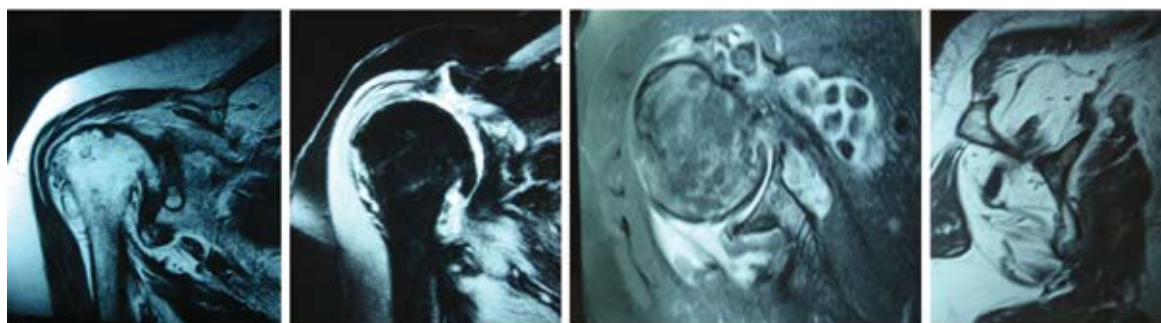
Imagens de ressonância magnética evidenciando lesões extensas de todos os tendões do manguito rotador, corpos livres intra e extra-articulares e grave infiltração gordurosa (Goutallier IV) especialmente nos músculos supraespal e infraespal.
